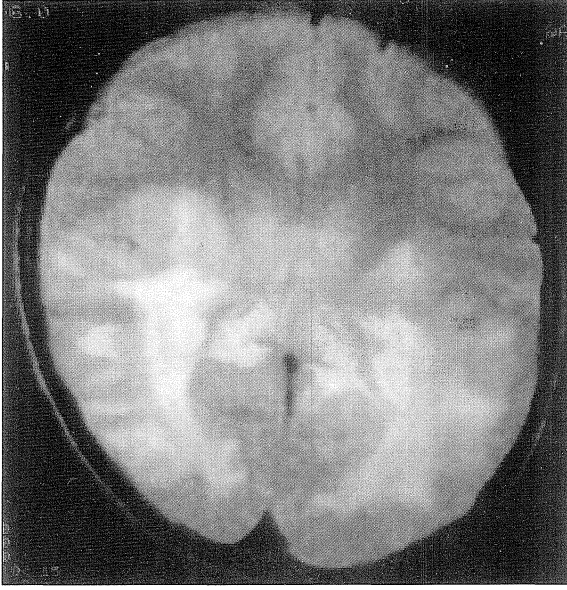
MRG (6. ay): T2A spin eko aksiyel MR incelemesinde parietookspital alandaki santralden perifere doğru; santralde nekroze alan, aktif demiyelinizasyon sahası ve en periferde beyaz cevherdeki ödem alanı seçilmektedir.
